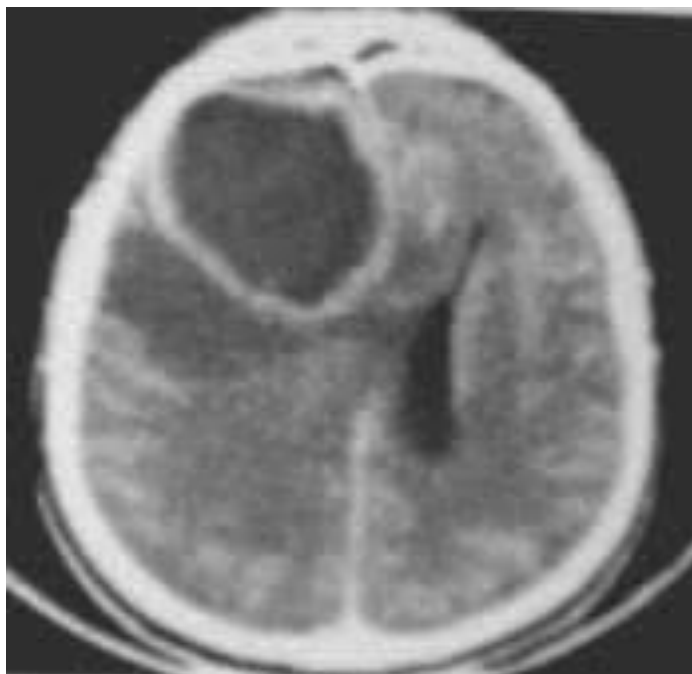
TDM cérébrale en coupe axiale sans et après injection du PC montrant un abcès cérébral frontal droit avec un œdème périlésionnel majeur.[139]
